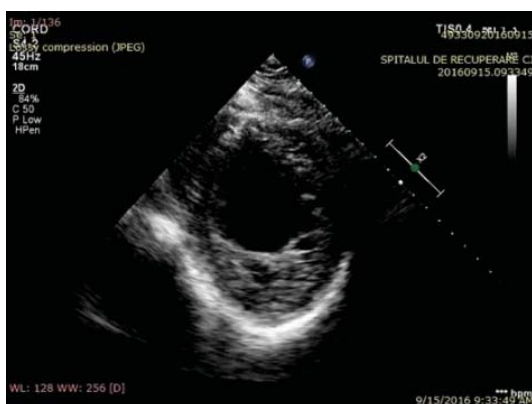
Ecocardiografie transtoracică secțiune parasternal ax scurt
